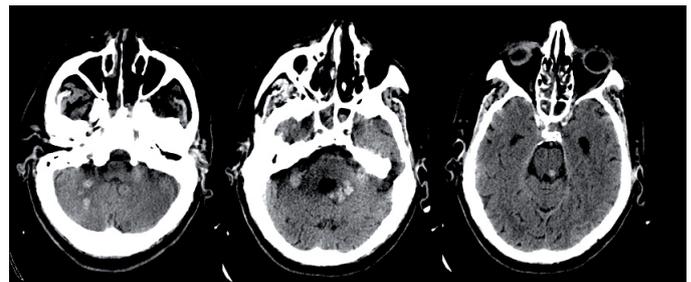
TAC-CE com contraste (uma semana após o início do quadro), evidenciando o aparecimento de novas lesões nodulares espontaneamente hiperdensas no tronco cerebral e no cerebelo, com discreto reforço periférico após contraste.
